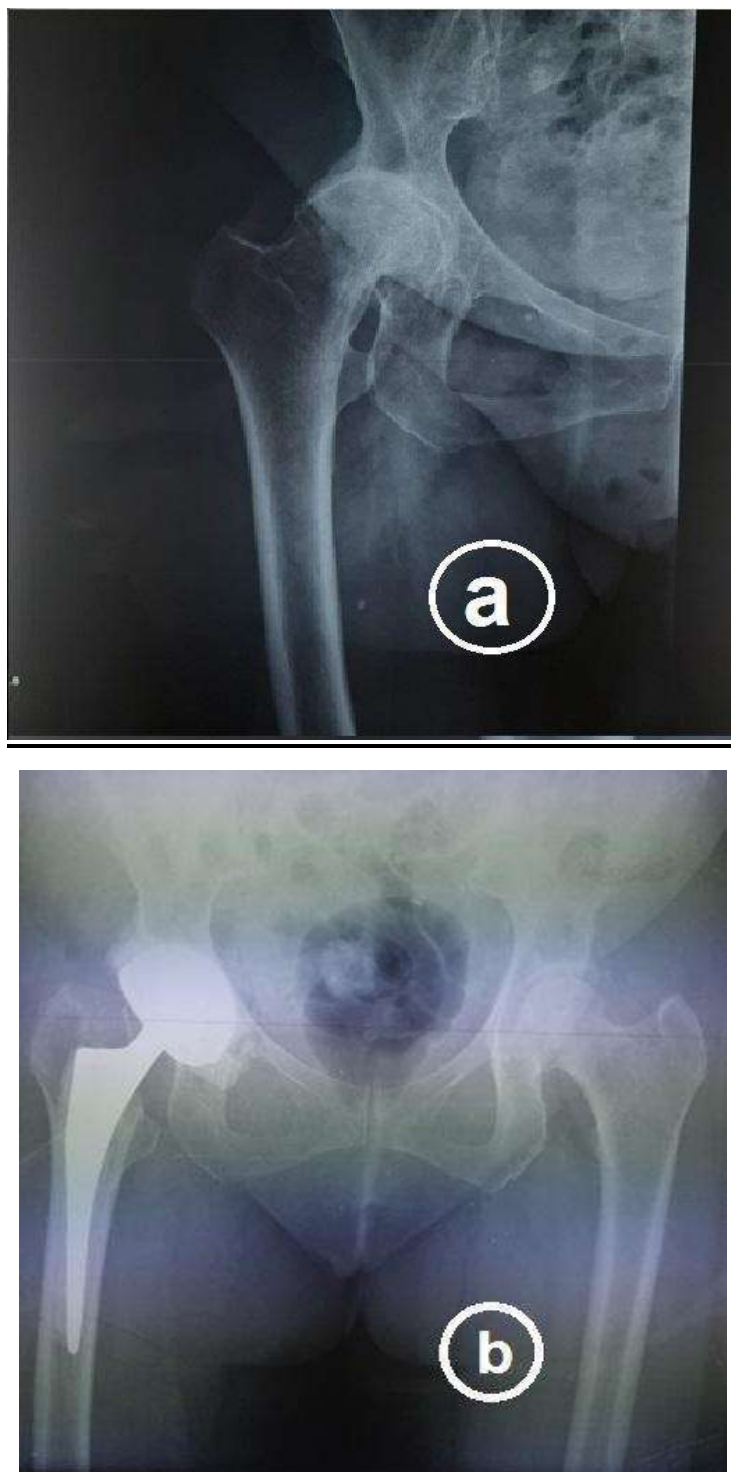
a: radiographie de la hanche droite de face montrant une coxarthrose, b : radiographie de contrôle postopératoire après mise en place d'une PTH droite cimentée
